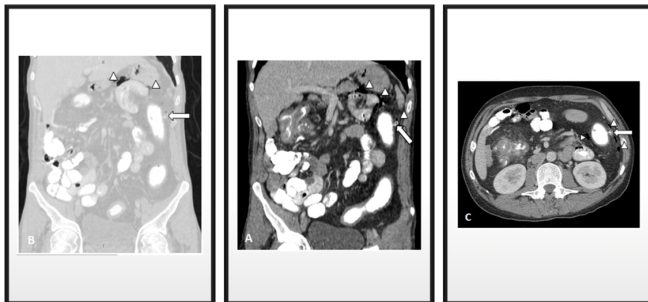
Perforation digestive. TDM abdominale avec opacification haute au Mannitol et basse aux hydrosolubles, après injection de PDC iodé au temps portal, en reconstruction coronale(A) avec fenêtrage abdominal, (B) en fenêtrage pulmonaire et en coupe axiale (C), chez un patient de 44 ans suivi pour MC depuis 7 ans et reçu pour douleur abdominale, montrant une perforation colique gauche avec extravasation du PDC (flèche) et pneumopéritoine (tête de flèche).
